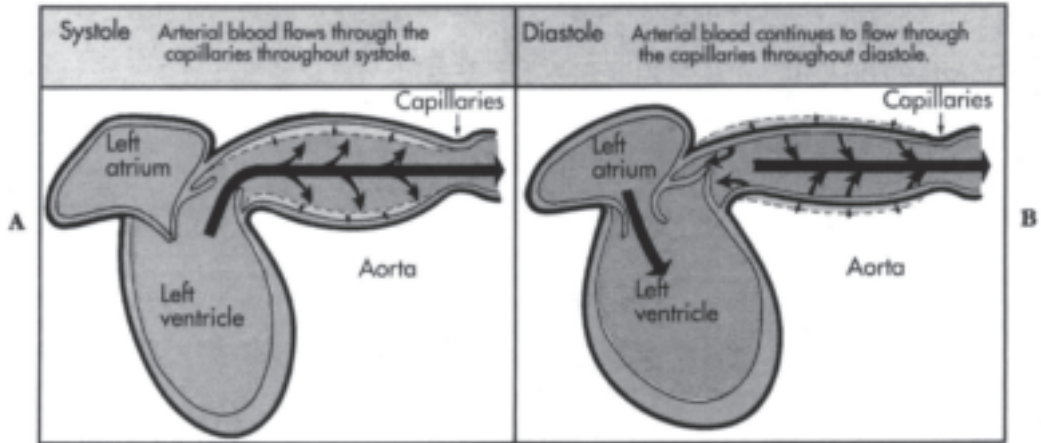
Windkessel model. A. 心室が収縮して血液が大動脈に送り出されると大動脈は弾力的にたわみ（これがcompliance）、動脈がふくらみそこに拍出された血液を貯めこむ。B. 続いて心室が拡張期に入ると大動脈弁は閉じると同時に大動脈の弾力的な収縮によって大動脈内の血液は末梢に送り出される。（Berne RM & Levy MN : Physiology, p 454から引用）
